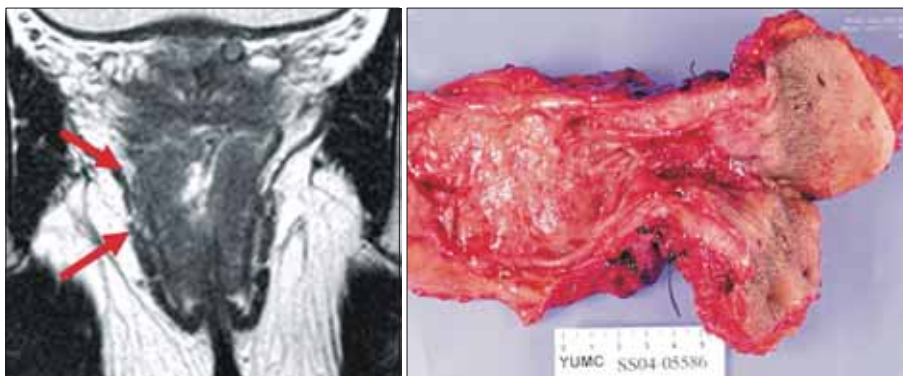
Pelvic MRI shows rectal cancer directly invaded into the surrounding sphincter muscle and APR was performed. Gross finding revealed that cancer invaded to the surrounding anal sphincter muscle.
